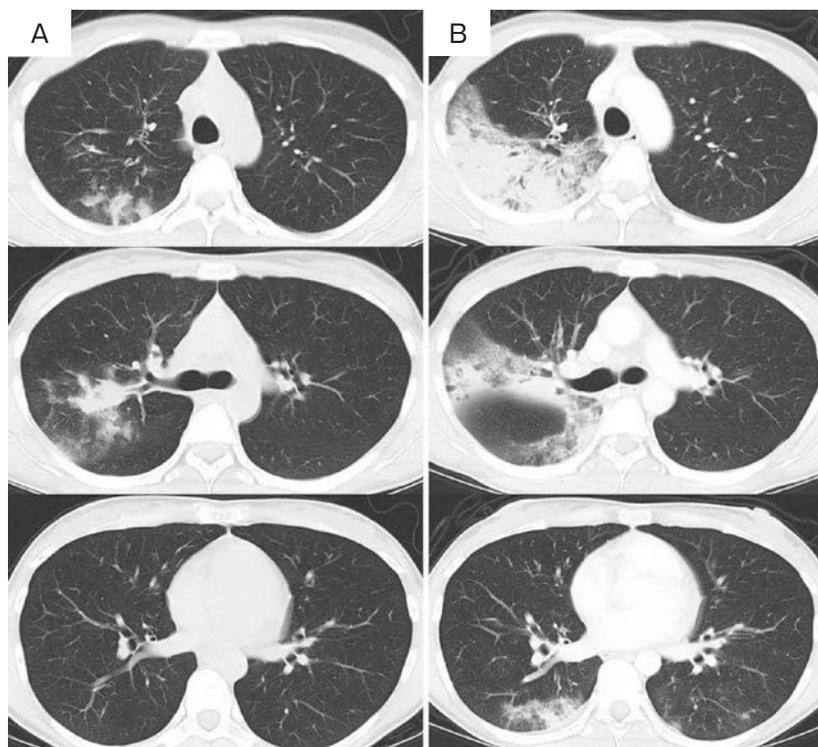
Chest CT findings. (A) Chest CT on admission showing consolidations in the upper and middle lobes of the right lung. (B) Chest CT on the 7th hospital day showed enlarged consolidations from the upper to lower lobes of the right lung.
